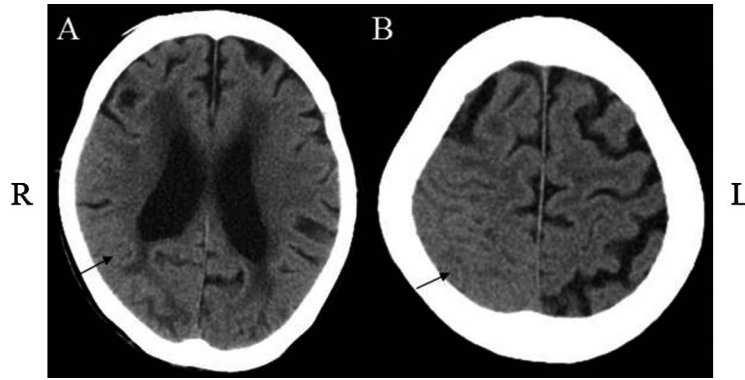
Brain computed tomography on admission.
